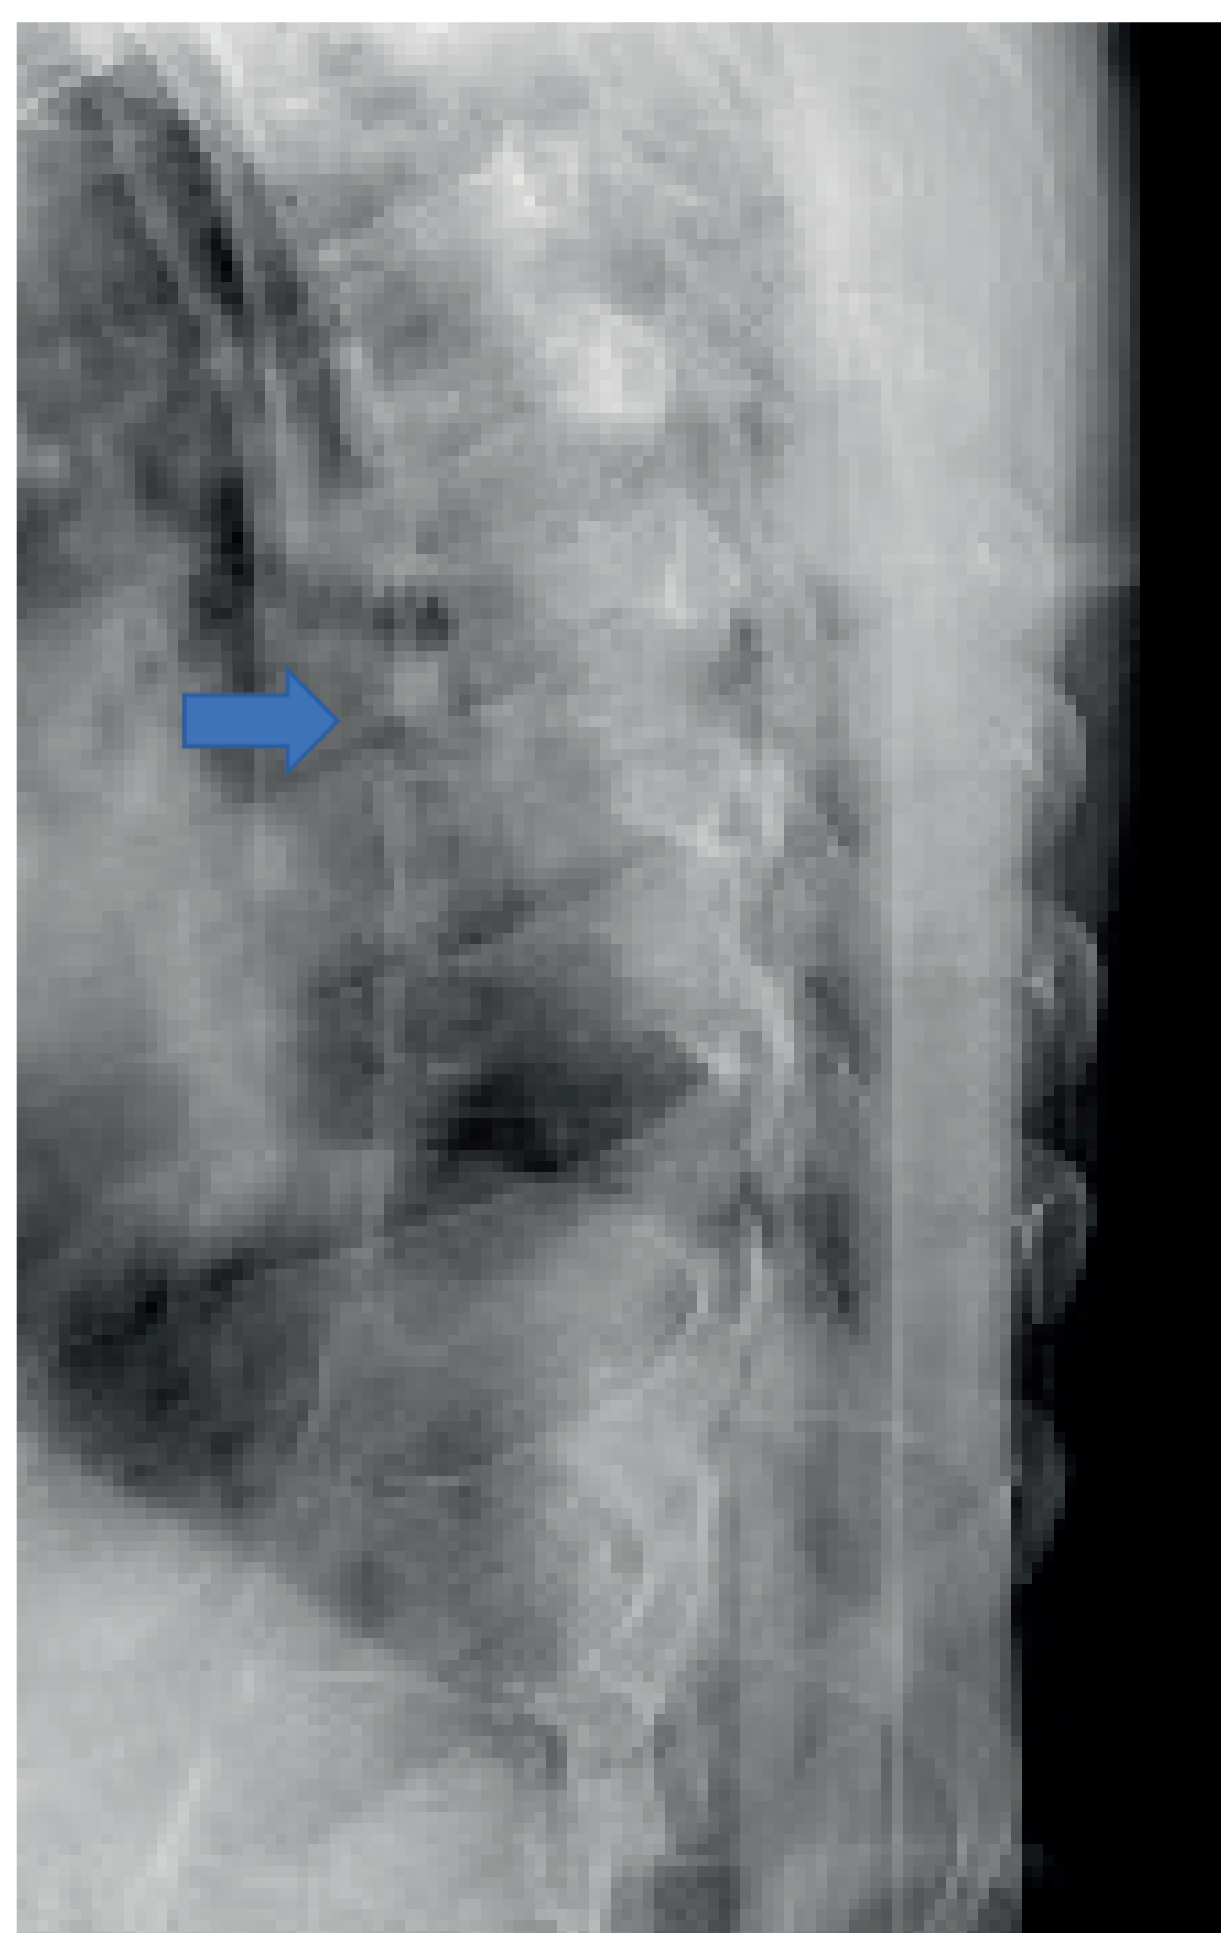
Radiografía dorsal lateral. Se identifica solución de continuidad en ligamento longitudinal anterior calcificado a nivel de la vértebra torácica T7 (flecha).
